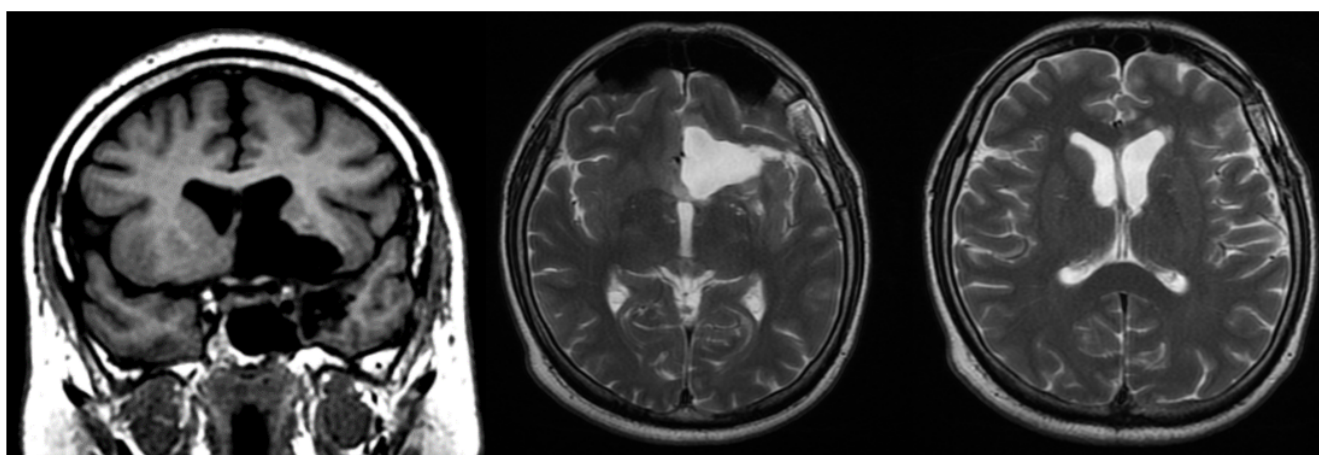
МРТ исследование через 6 месяцев после операции демонстрирует радикальное удаление диффузной астроцитомы и послеоперационные изменения в области базального переднего мозга слева. В полости желудочков опухоль не определяется, оба боковых желудочка не расширены, одинакового размера
